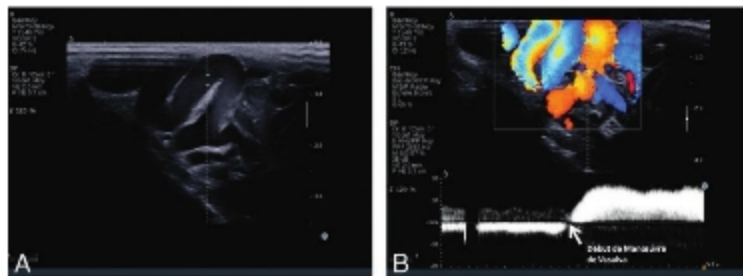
Aspect de varicocèle en échographie-Doppler.
